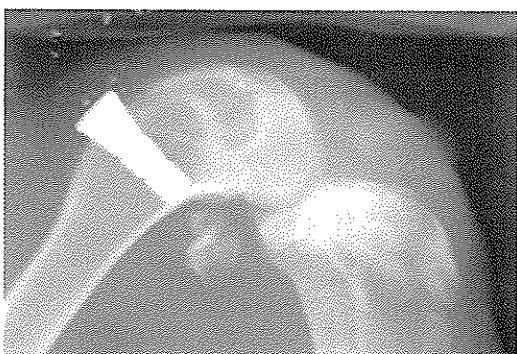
Radiograph of the inserted implant into the femur of rabbit.
